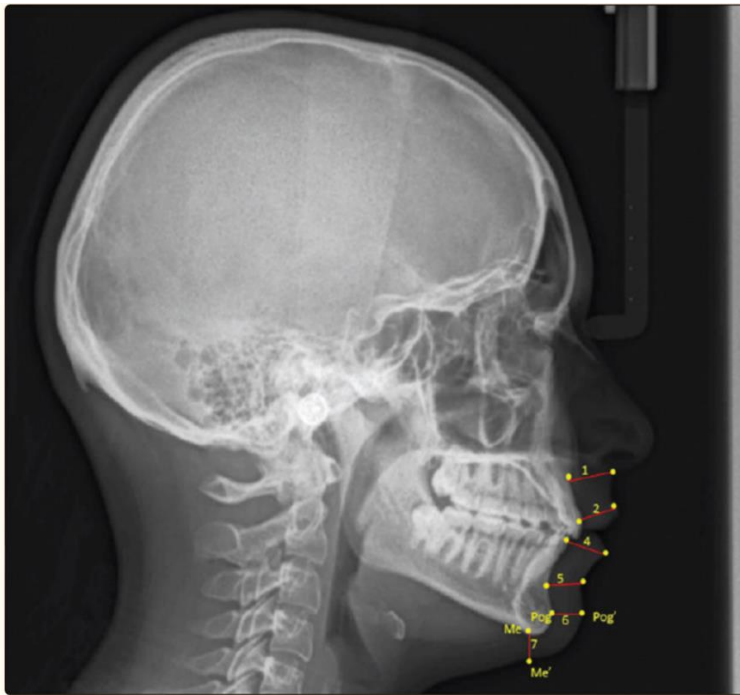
Mediciones en radiografía de cefalometría de Arnett y Holdaway
